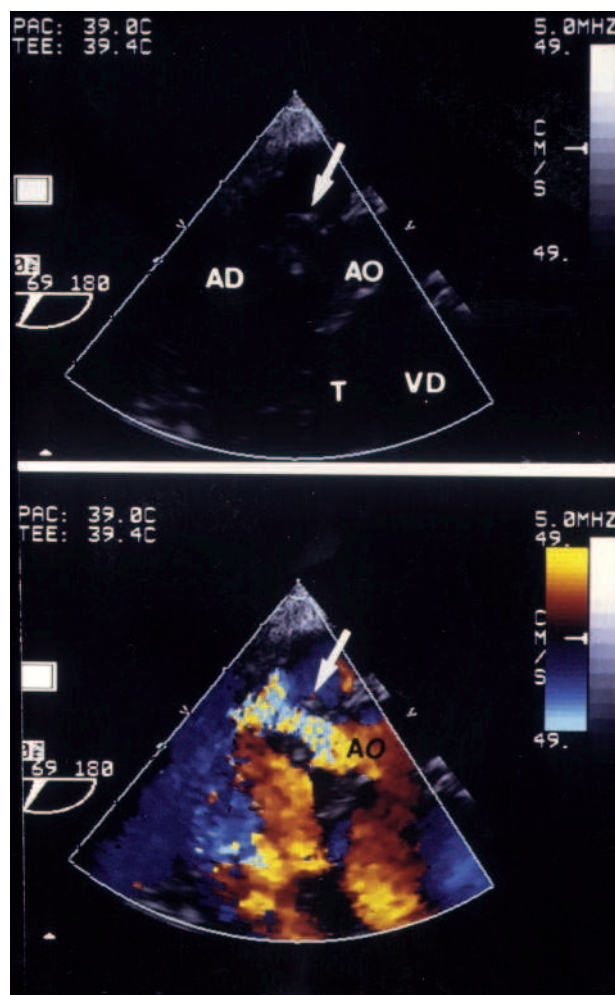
ETE con sonda multiplano; plano en la raíz aórtica con una rotación de 69°. Parte superior: ecocardiografía bidimensional en la que se observa el trayecto de la fistula entre el seno de Valsalva posterior y aurícula derecha (flecha). Parte inferior: mapa Doppler codificado en color que confirma la comunicación entre ambas cavidades con paso de flujo de aorta a aurícula derecha; AD: aurícula derecha; T: válvula tricúspide; VD: ventrículo derecho.
